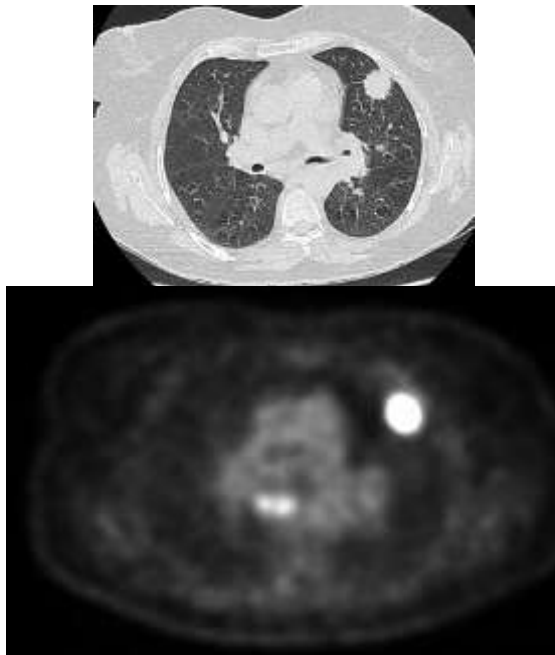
Nódulo pulmonar solitario en língula con captación patológica en PET.
